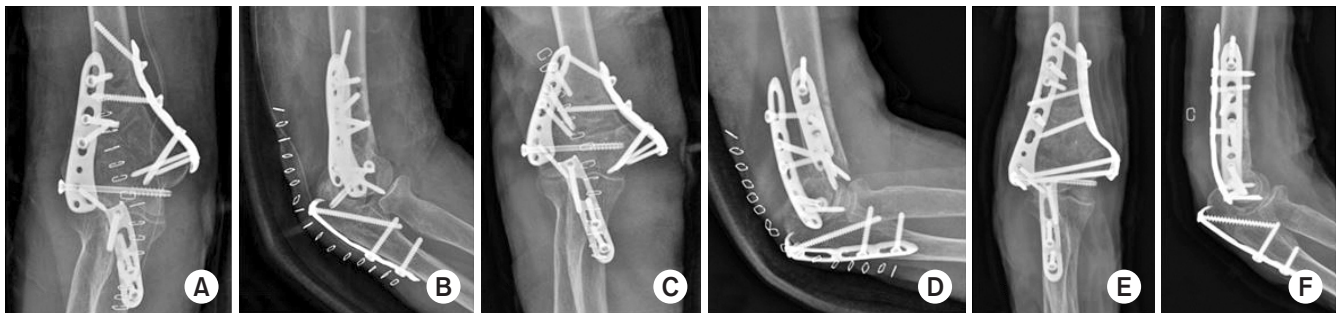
Patient suffered fixation loss 3 days after surgery and underwent revision open reduction and internal fixation. Anteroposterior (AP) (A) and lateral (B) radiography 1 day after surgery displays no immediate abnormality. AP (C) and lateral (D) radiography 3 days after surgery shows metal failure at its fixation site. After revision operation, the authors could achieve sound fixation, as shown in AP (E) and lateral (F) radiography.
